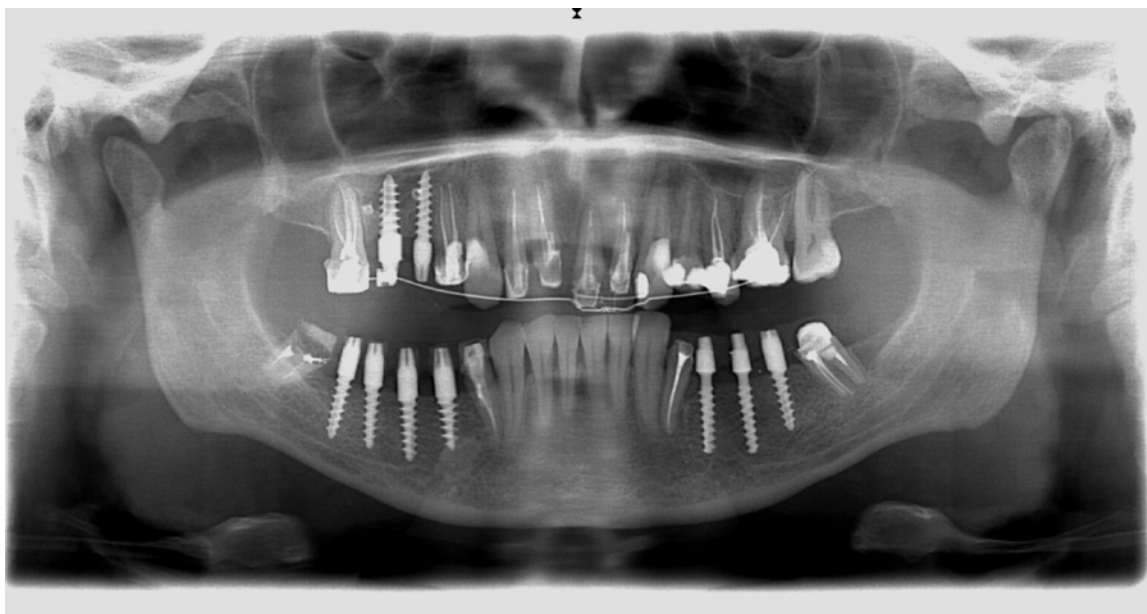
Рентгенограмма вышеприведенного пациента через 6 месяцев после имплантации.
